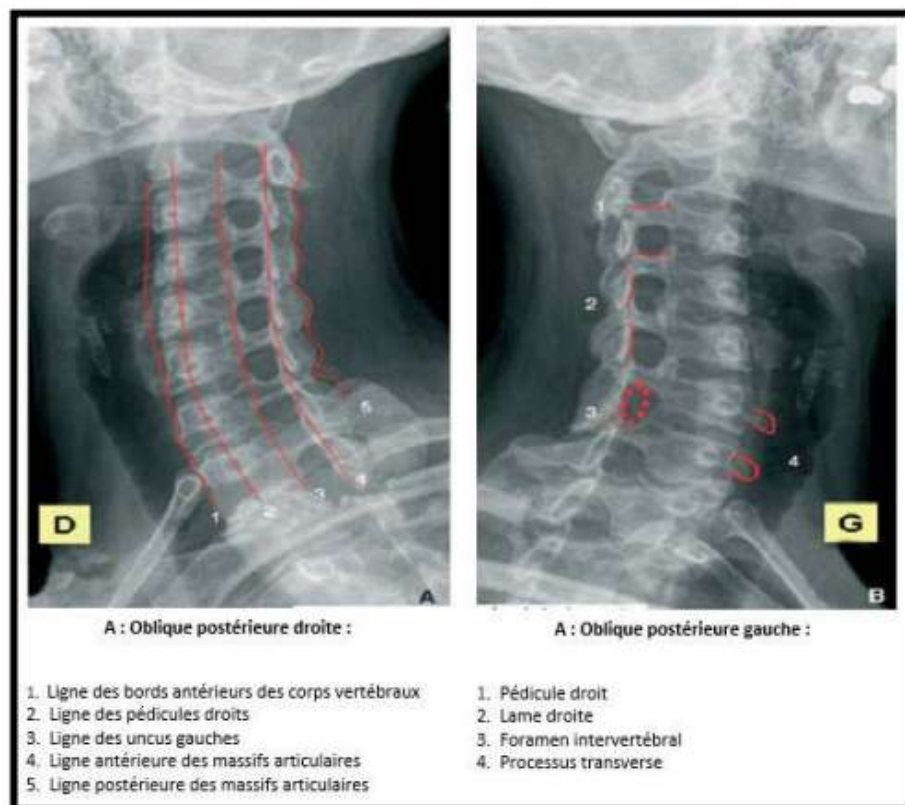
Radiographie cervicale de trois quart[23]
